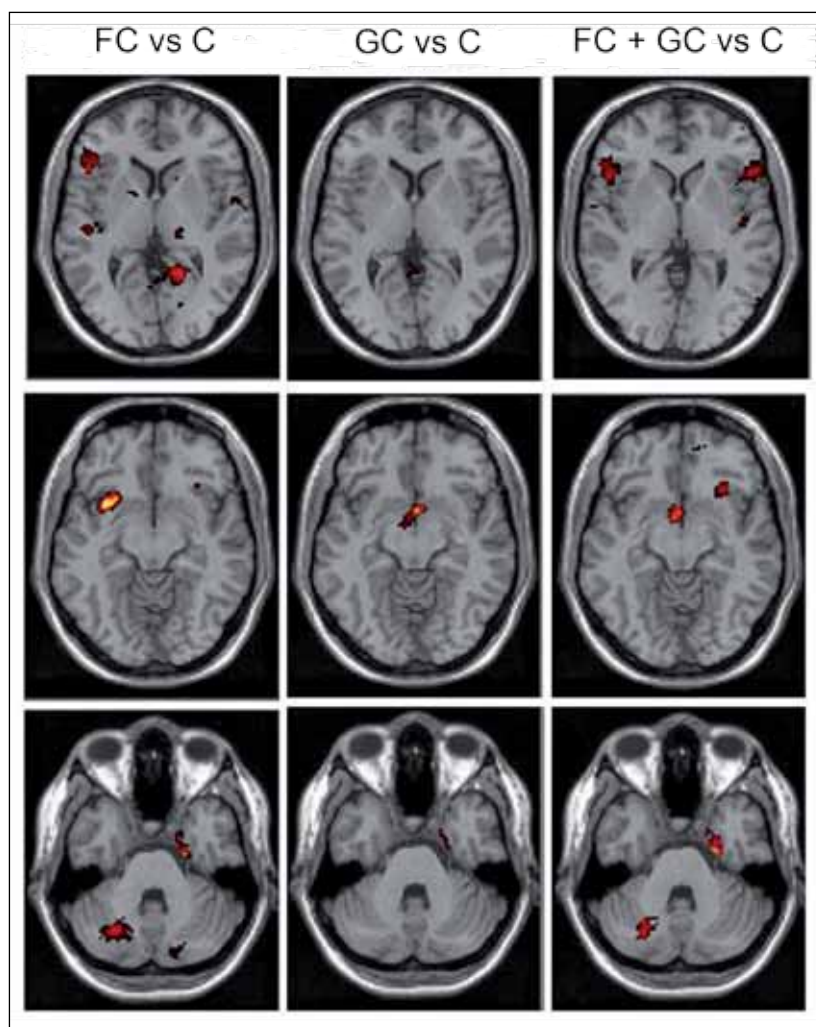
Augmentations de perfusion induites par la caféine représentées en superposition sur des coupes IRM transaxiales standard.
